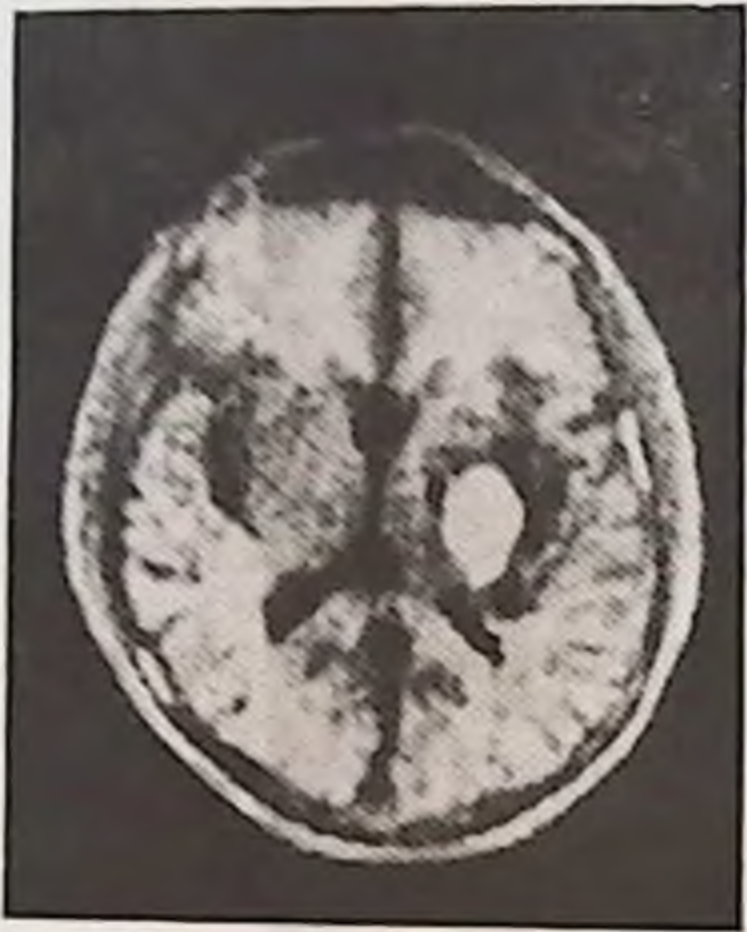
ЯМР-компьютерная томограмма головного мозга больного с геморрагическим инсультом. Контрастируется очаг кровоизлияния в полушарии большого мозга, расположенный медиально. Кровяные сгустки в области гематомы (очаг повышенной «плотности» белого цвета) окружены жидкой кровью. Умеренная гидроцефалия с дислокацией латеральных желудочков в «здоровую» сторону.
